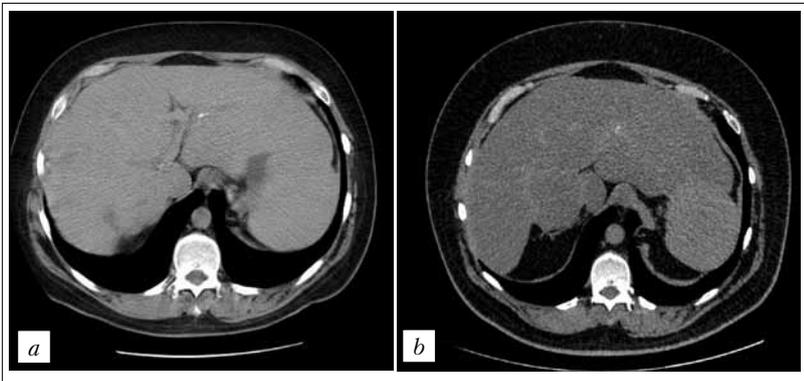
КТ органов брюшной полости.
